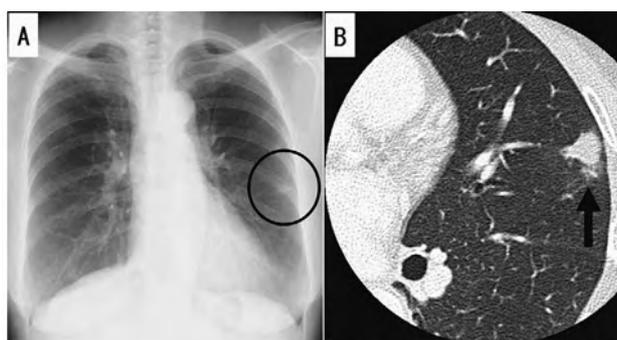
症例2 胸部X線写真および胸部単純CT
